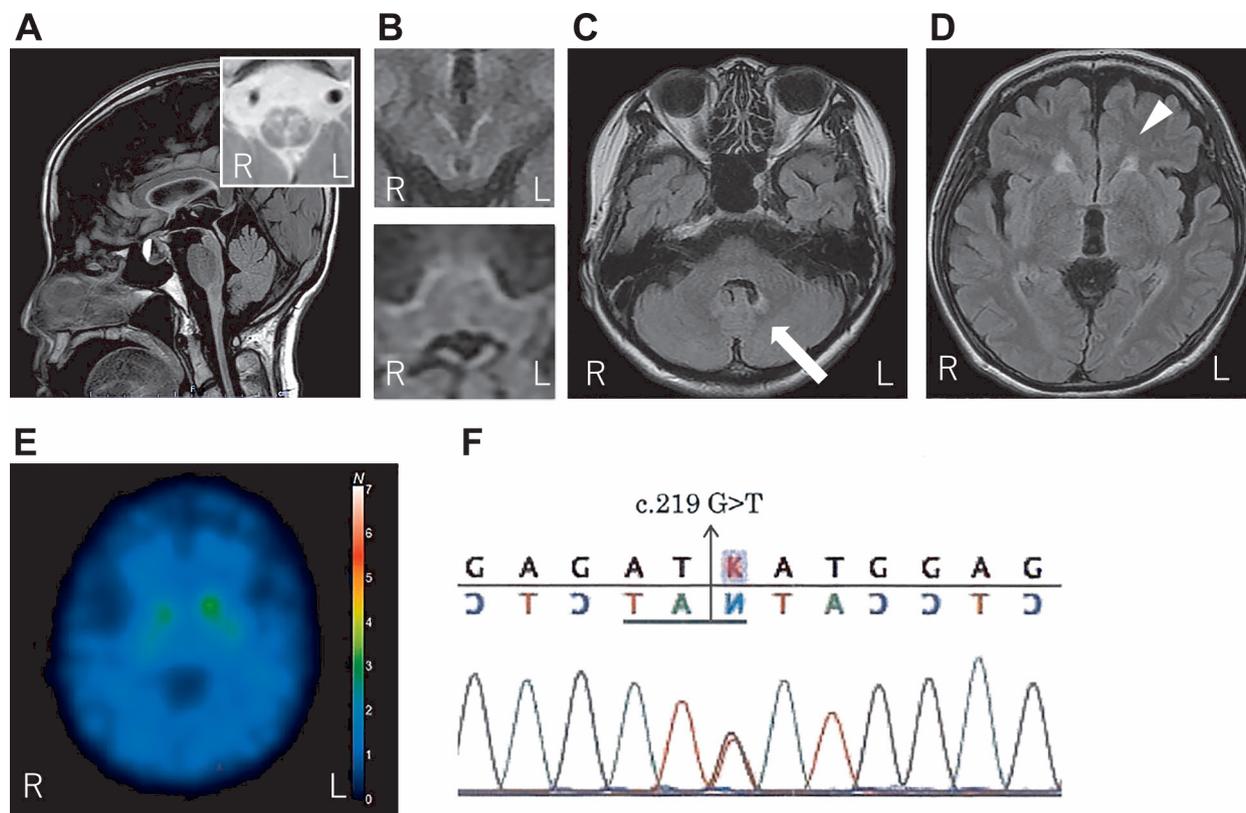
MRI findings and the image of dopamine transporter SPECT with ^{123}I ioflupane.
